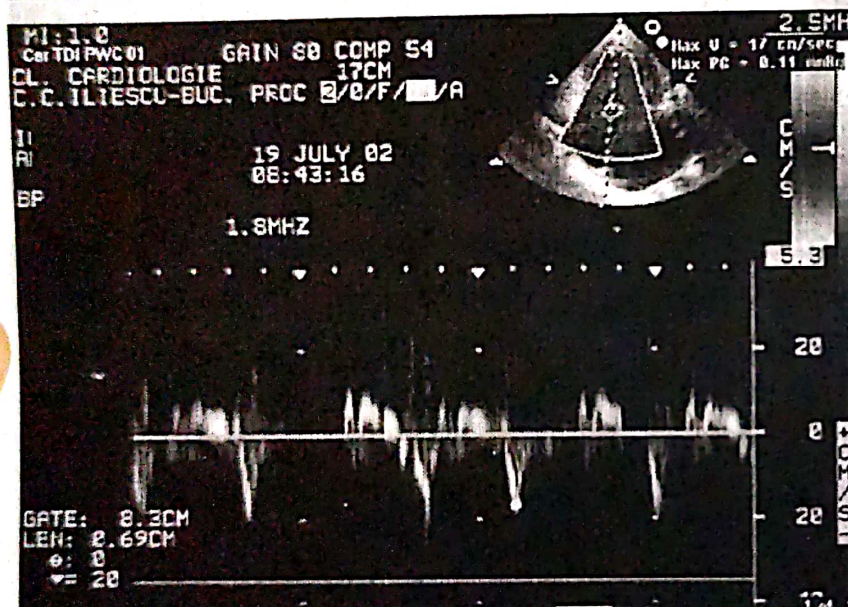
Velocitatea protodias-tolică a inelului mitral septal înregistrată prin ecografie Doppler tisular PW este nor-mală (17 cm/sec).
